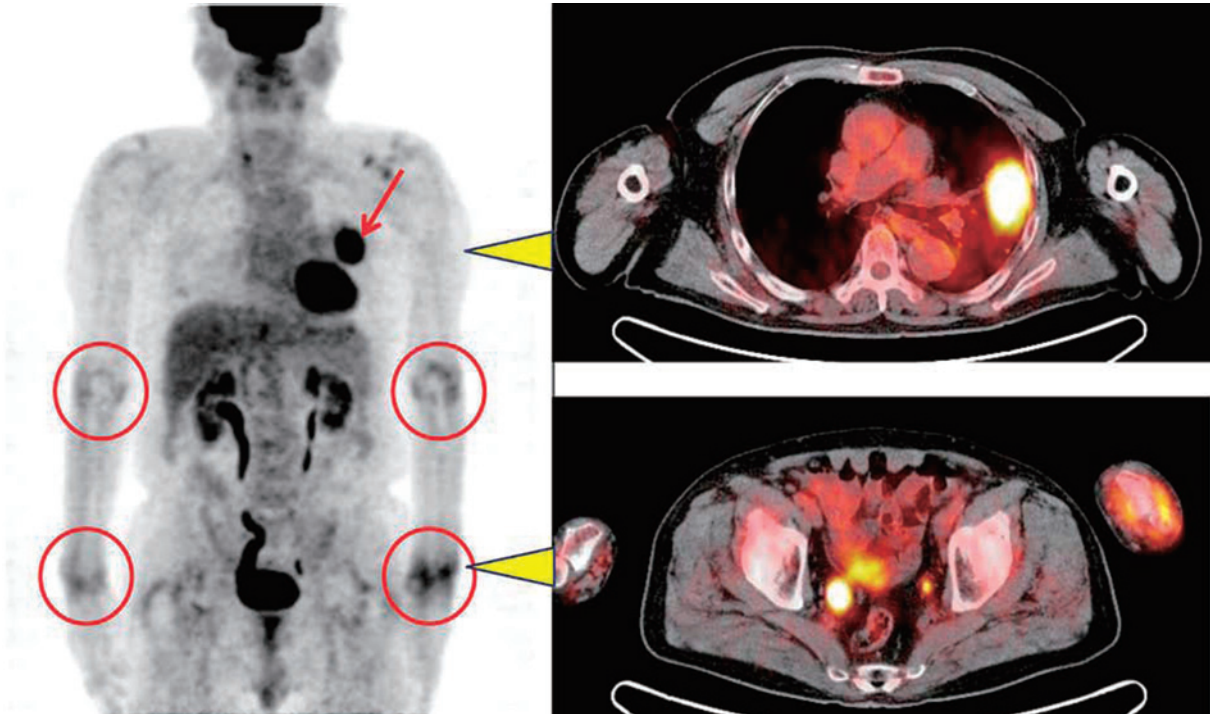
A positron-emission tomography (PET)-CT image shows abnormal uptake in the pulmonary tumor and both wrist joints.
